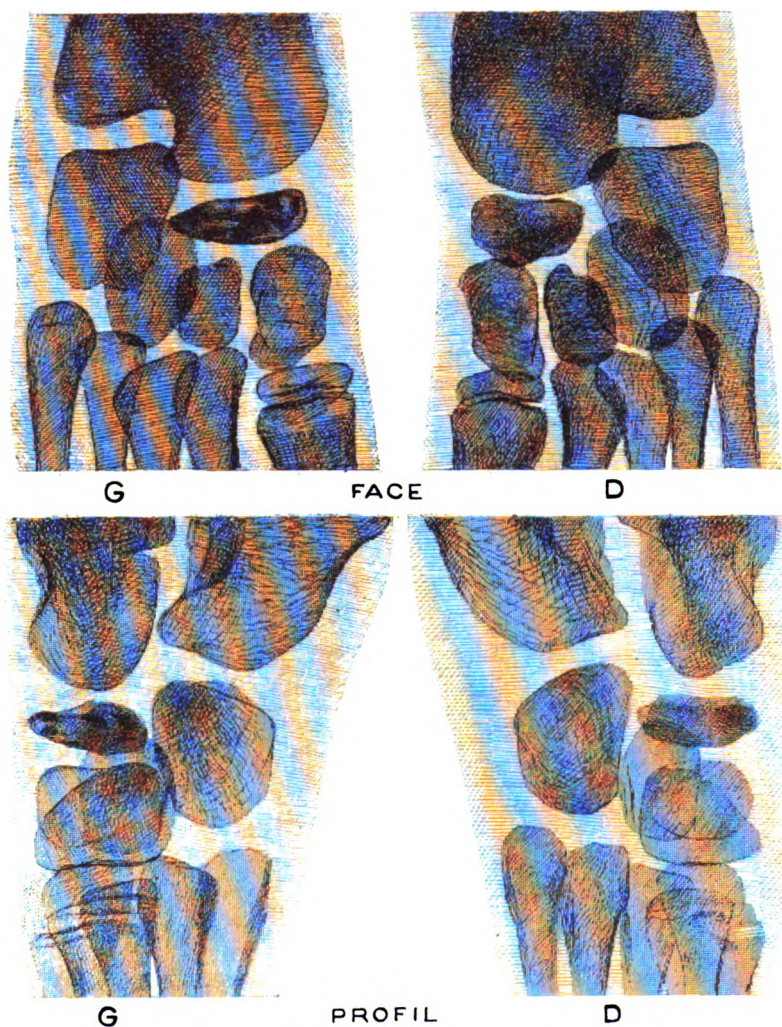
Radiographie de face et de profil des pieds droit et gauche. Scaphoïdite du pied gauche.
